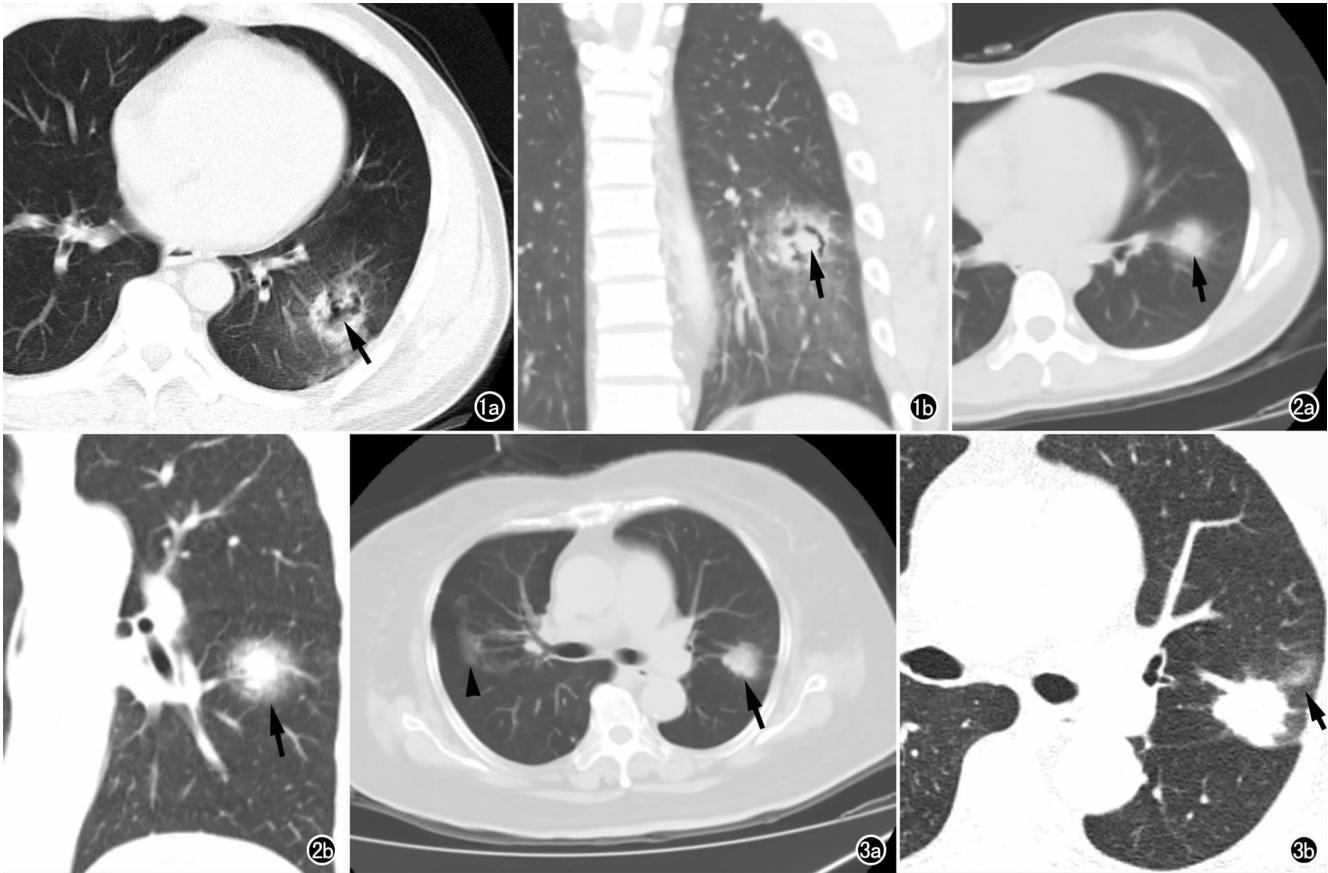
男,49 岁,糖尿病,左肺下叶曲霉菌感染。a) 横轴面 CT 示左肺空洞性病变(箭),边缘模糊呈“晕征”;b) 冠状面重组示空洞内曲霉菌(箭),其内空气“新月征”。 图 2 女,23 岁,急性髓性白血病,实变型念珠菌感染。a) 横轴面 CT 示左肺下叶前内基底段片状影(箭),边缘模糊;b) 冠状面重组示病灶周围“晕征”(箭)。 图 3 女,56 岁,肿块型隐球菌感染。a) 横轴面 CT 示左肺上叶肿块样病灶(箭),边缘呈分叶征并有长毛刺,并右肺上叶磨玻璃影(箭头);b) 薄层横轴面靶扫描示左肺肿块周围磨玻璃样阴影(箭)。
